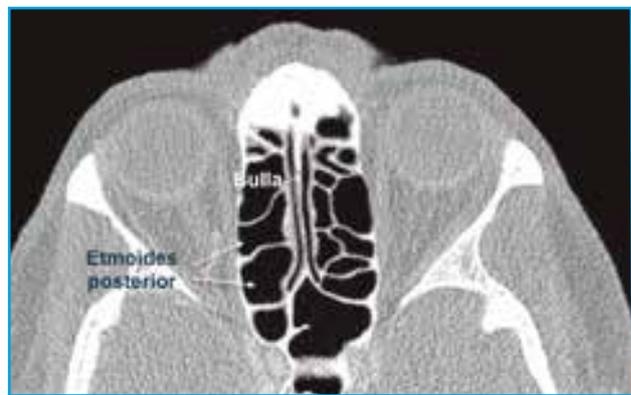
TC axial en el que se aprecia la variedad en número y disposición de las celdas etmoidales.
